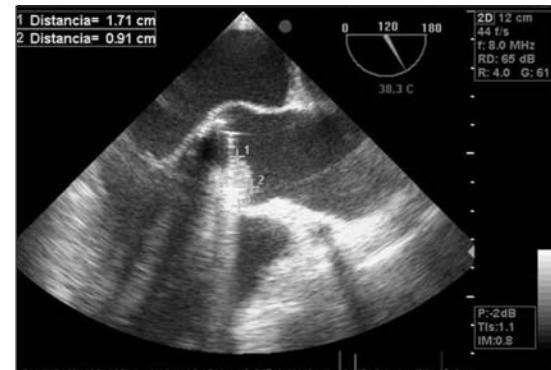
Ecocardiograma transesofágico. Se observa masa de 1,71 por 0,91 cm en cara aórtica de prótesis
